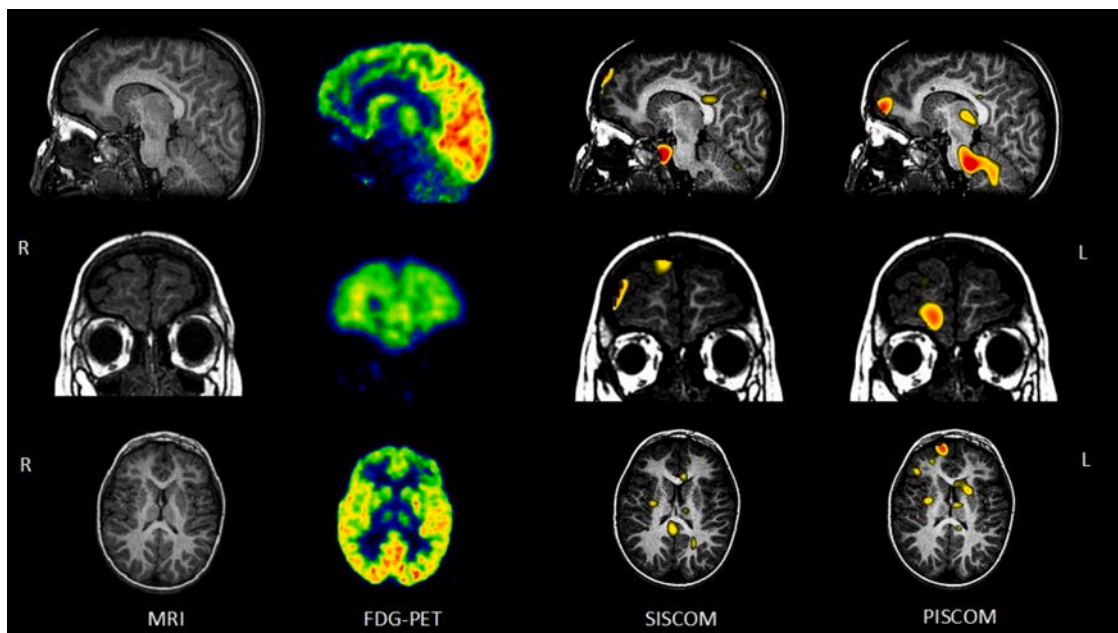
Multimodal neuroimaging study of patient 21 (a 4-year-old boy). MRI shows subtle right anterior frontal dysplasia. The EZ was located in right anterior and medial frontal area. Bilateral frontal hypometabolism is observed in FDG-PET. SISCOM did not successfully identify the known EZ. PISCOM images show successful identification of the known EZ. *L* left, *R* right.
